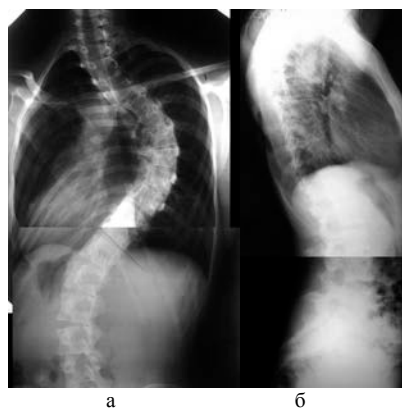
Рентгенограммы позвоночника пациентки:
